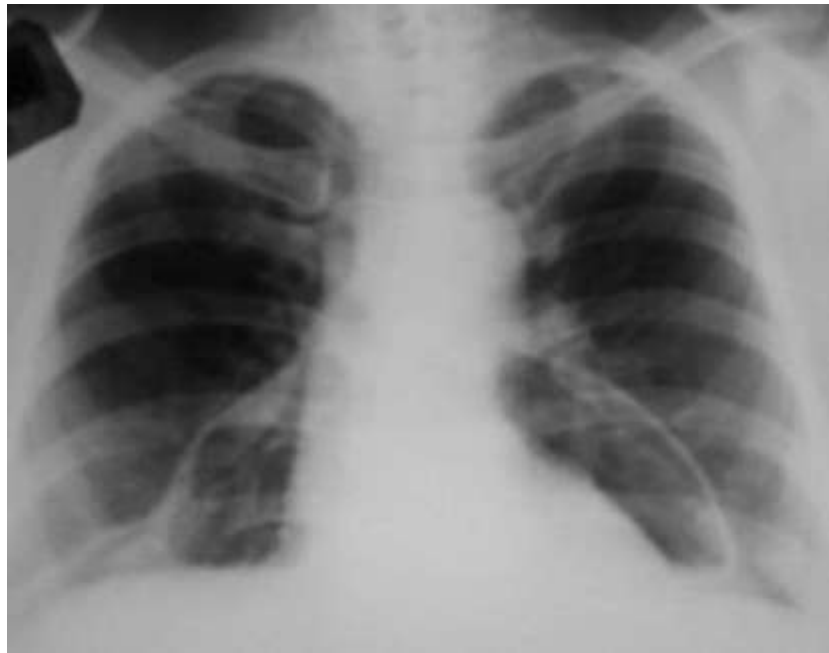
Рентген грудной клетки
